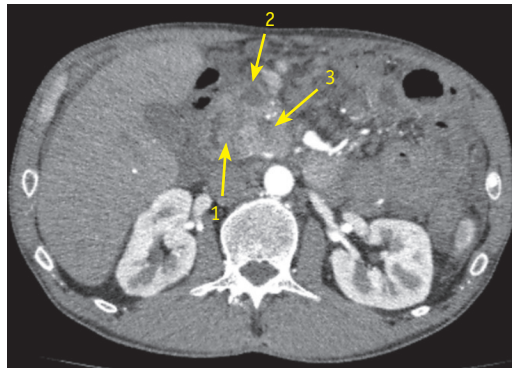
CT-scan, arterial phase: 1 – a medial wall thickened to 1.5 cm in the descending part of the duodenum; 2 – cystic formation in the groove between the pancreatic head and duodenum; 3 – hypodensity zone that does not accumulate contrast in the pancreatic head
